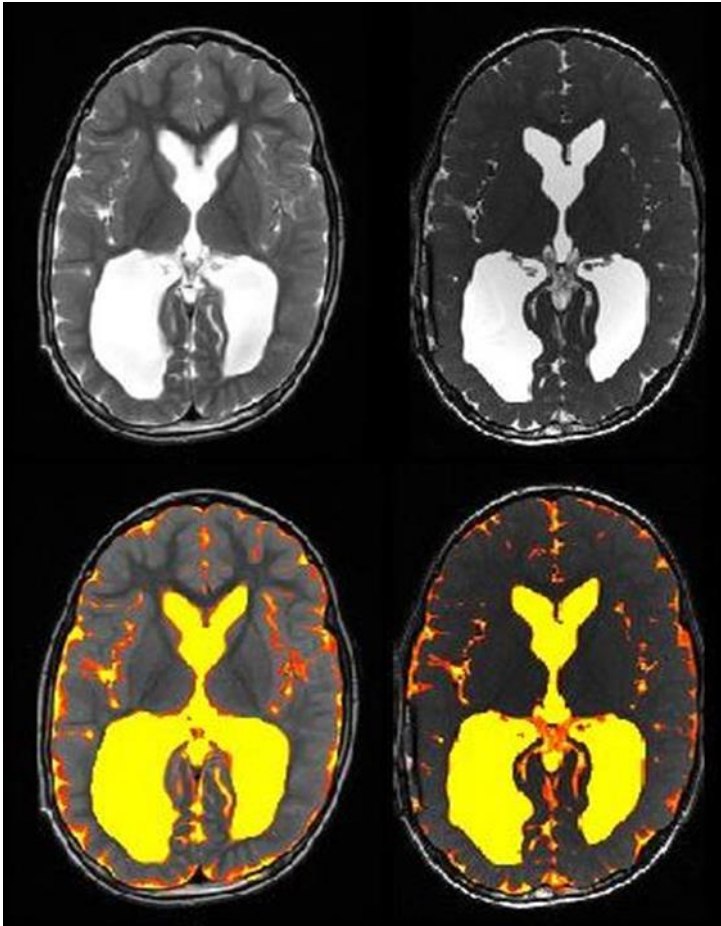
Gegenüberstellung einer T2- und einer Truefisp-Sequenz. Diese Abbildung zeigt den MRT-Datensatz eines 7-jährigen Jungen mit posthämorrhagischem Hydrozephalus in axialer Ebene. Dabei wurde jeweils die T2-Sequenz links der Truefisp-Sequenz rechts gegenübergestellt. Oben ist der unbearbeitete Datensatz zu erkennen, unten wurde dieser nach FAST und Hervorhebung der CSF-Maske in gelb-roter Farbe dargestellt. Auffällig ist neben der generell großen Menge an CSF gerade auch die größere Intensität des CSF-Signals der Truefisp-Sequenz im Vergleich zur T2-Sequenz.
